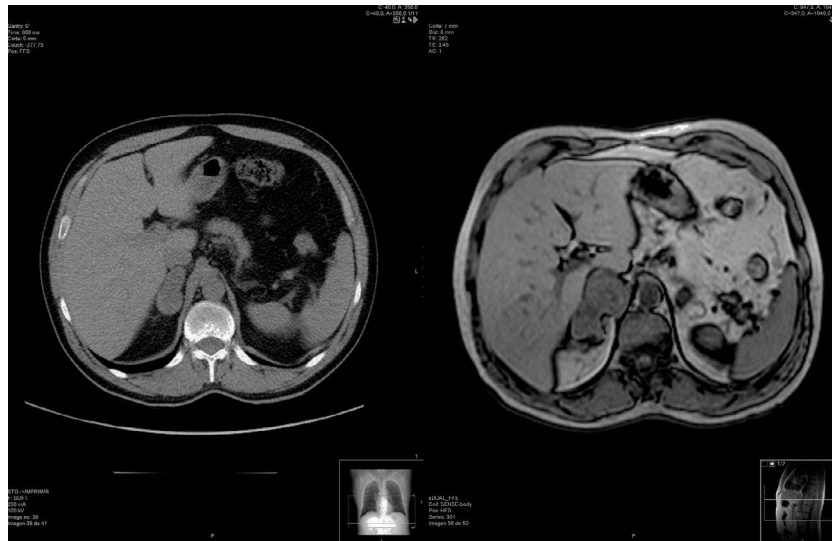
A la izquierda, la TC mostró una lesión nodular, inespecífica, en la glándula suprarrenal derecha, de $4 \times 2,5 \times 2$ cm. A la derecha, la resonancia magnética realizada 4 semanas más tarde muestra una masa suprarrenal derecha, heterogénea, de $6,8 \times 4,4 \times 3,9$ cm.
